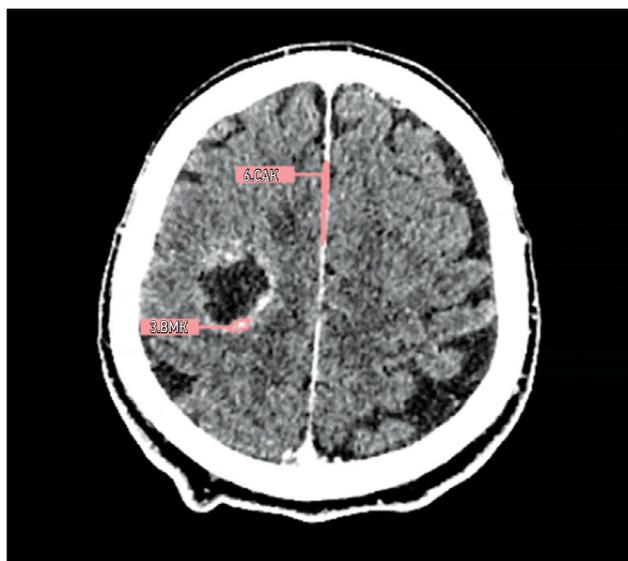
Дефект — проанализирована некорректная серия (постконтрастная КТ вместо нативной). Модальность "Компьютерная томография".
